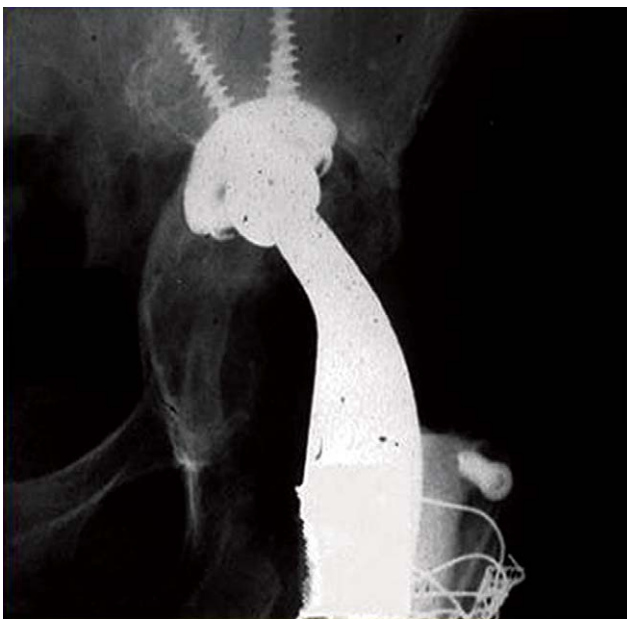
A postoperative radiograph shows acetabular reconstruction using the high hip center technique.
